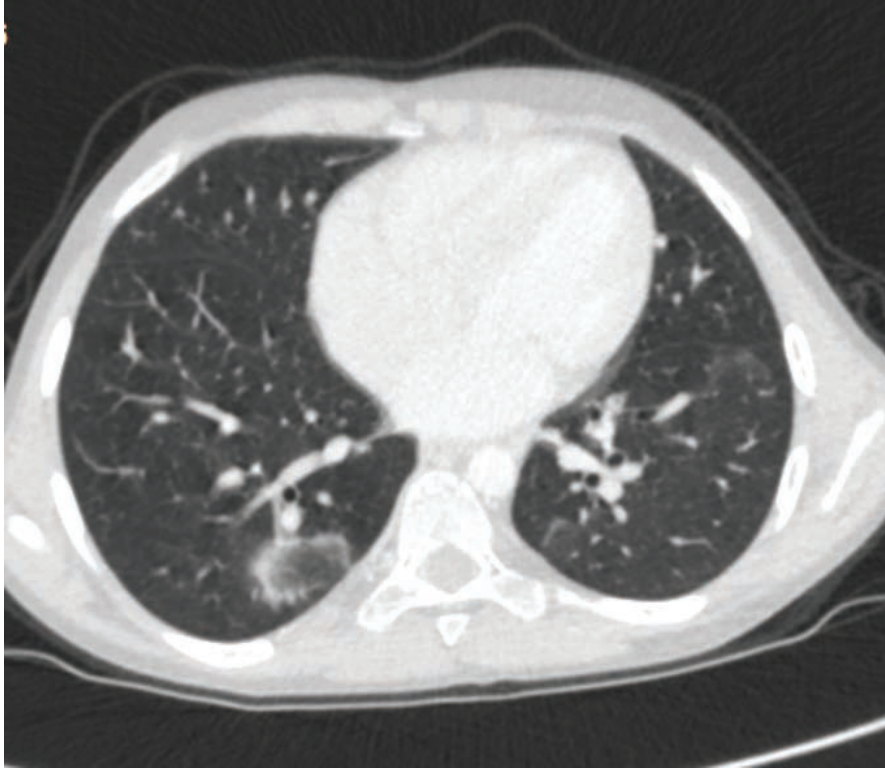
Kontrol toraks BT bir kısmı yeni gelişimli alt loblara lokalize buzlu cam alanları (ters halo, Atoll bulgusu)
